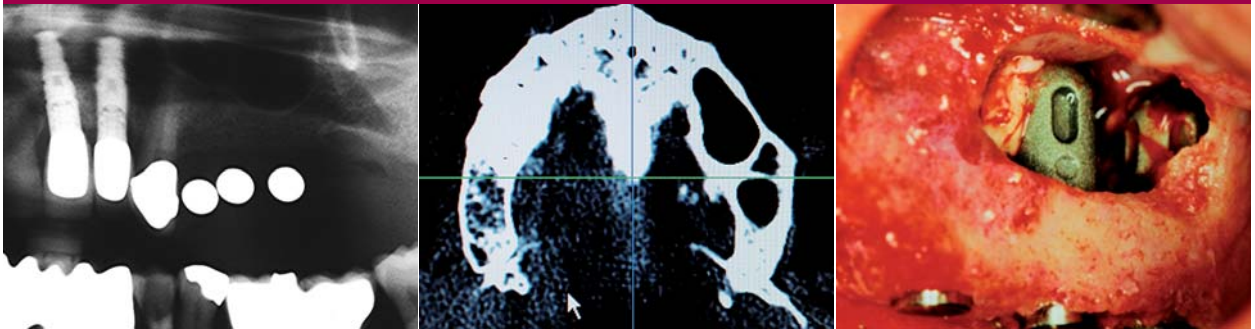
Detail-OPG Behandlungsbeginn. – Abb. 4: CT-Diagnose. – Abb. 5: Verfüllen mediale Anteile.
